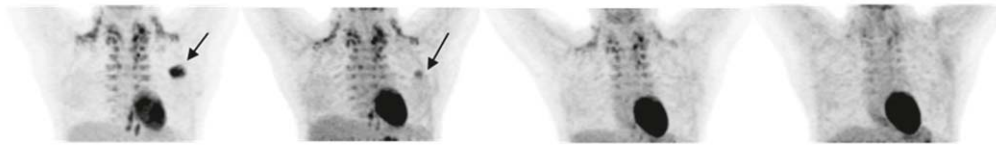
Bilan d'extension par TEP-FDG d'un cancer du sein localement avancé.
